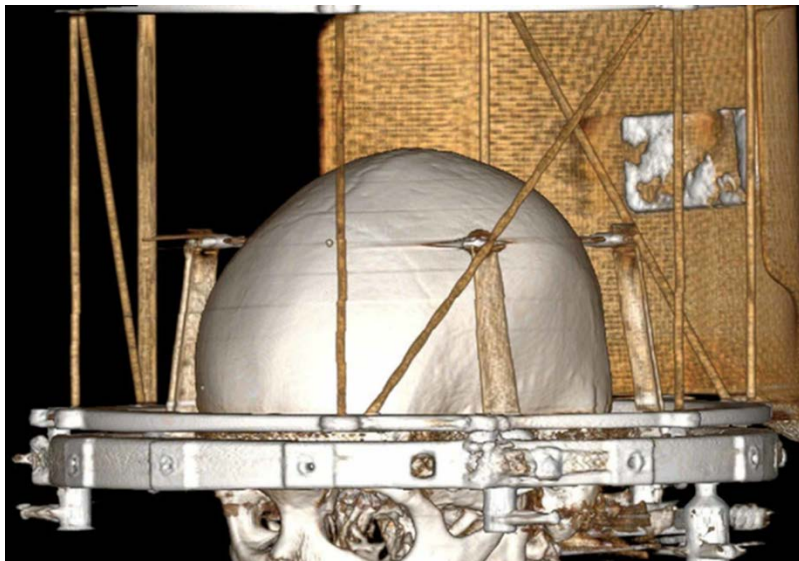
Reconstrucción tridimensional partiendo de las adquisiciones de cortes axiales por tomografía mostrando el anillo base y los localizadores "N"
